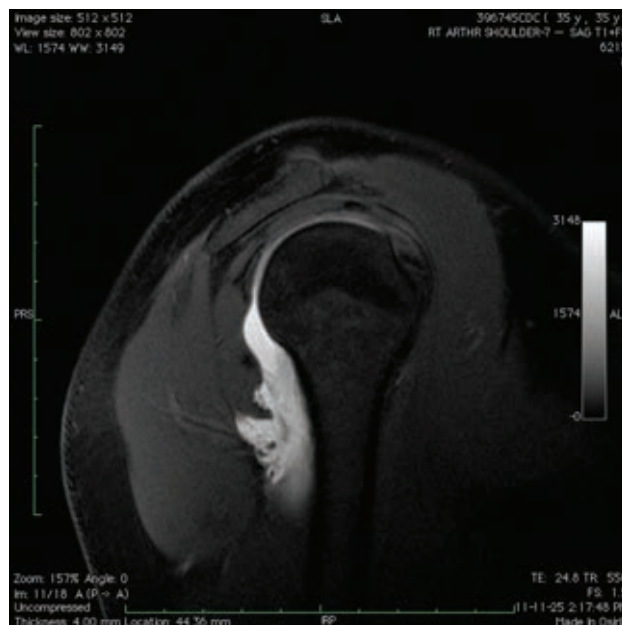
Imagen de artroresonancia en secuencia T-1 con supresión grasa que muestra extravasación medial de material de contraste a lo largo de la metáfisis del cuello humeral y pérdida del contorno normal de la bolsa axilar. (A) Coronal oblicua (B) Sagital oblicua.
